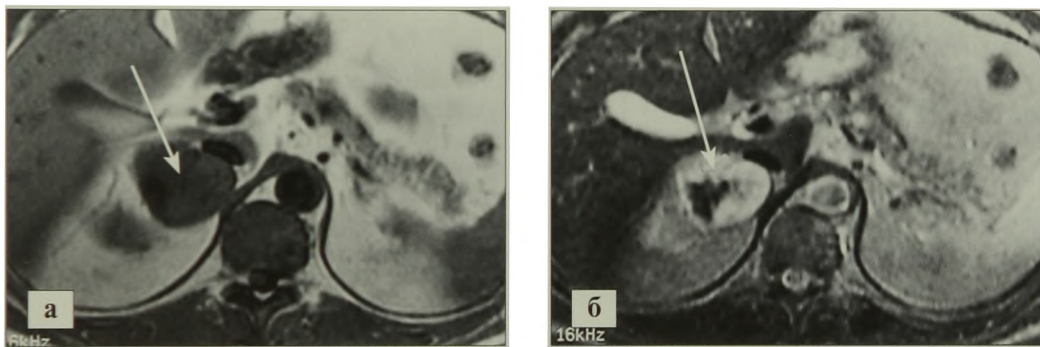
МРТ. Феохромоцитома (указана стрелкой) (а, б)
